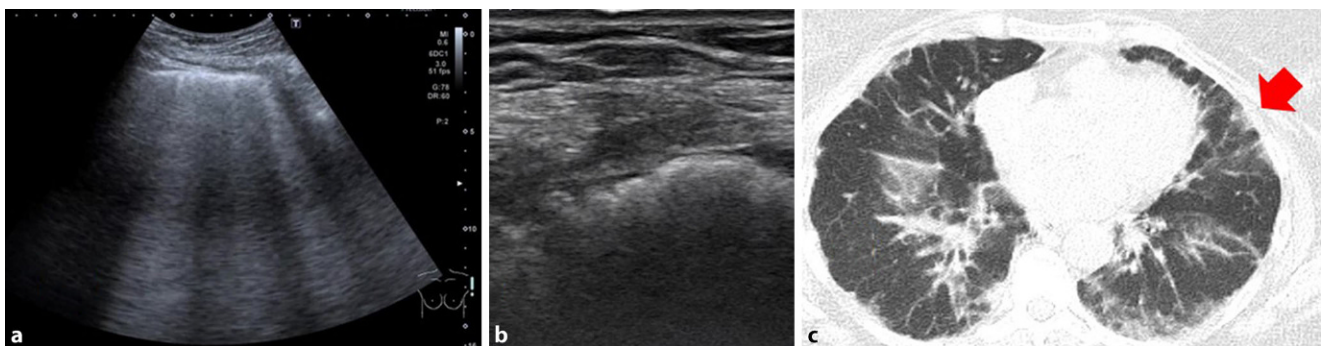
▲ Differenzialdiagnose interstitielles Syndrom. 54-jährige Patientin mit bekannter Sarkoidose, die sich mit einem Infekt der oberen Atemwege in der Notaufnahme vorstellte. Sonographisch zeigt sich aufgrund der Sarkoidose ein ähnliches Bild wie bei einer COVID-19-Pneumonie mit verschmelzenden B-Linien (a) und kleinen unscharfen subpleuralen Konsolidierungen (b). Die im CT darstellbaren Veränderungen (c) wurden nicht als COVID-19-typisches Bild beschrieben. Das im CT mittels Pfeil markierte Areal entspricht den Ultraschallbildern in a und b
